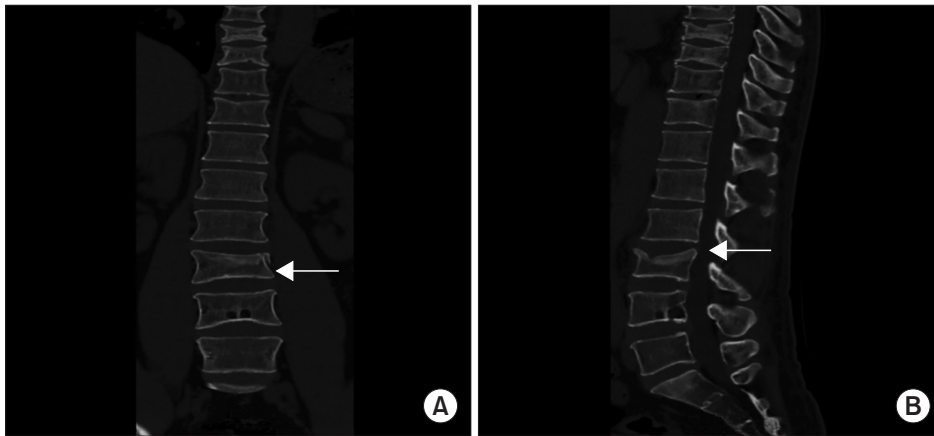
Thoracolumbar (T-L) spine computed tomography scan coronal view (A) and sagittal view (B) showing L3 compression fracture (arrows).
